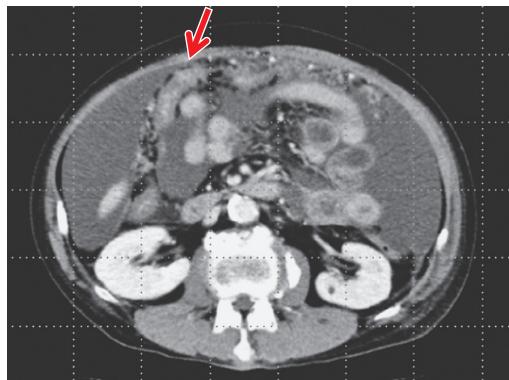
腹部 CT. 多量の腹水と腹膜播種を認める(矢印).
